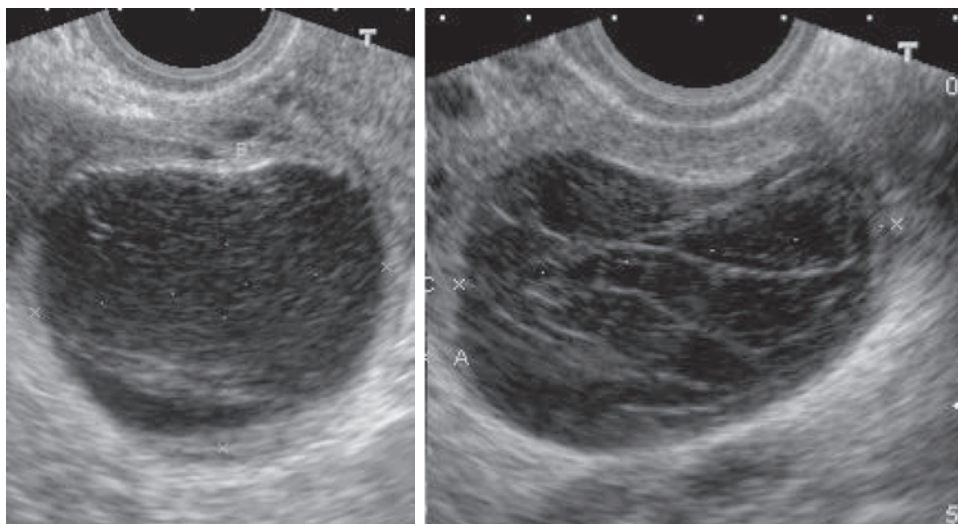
Многие признаки геморрагических кист неспецифичны, однако очень информативно выявление кисты с тонкими внутренними перегородками и иногда со втянутой границей. Если кисты имеют небольшие размеры, они чаще всего разрешаются спонтанно. Спустя 6 нед. следует повторно провести УЗИ, чтобы подтвердить исчезновение кисты.
